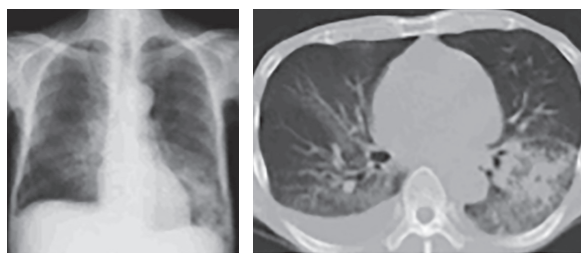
エベロリムス内服 day26 の胸部 Xray, 胸部 CT 所見
